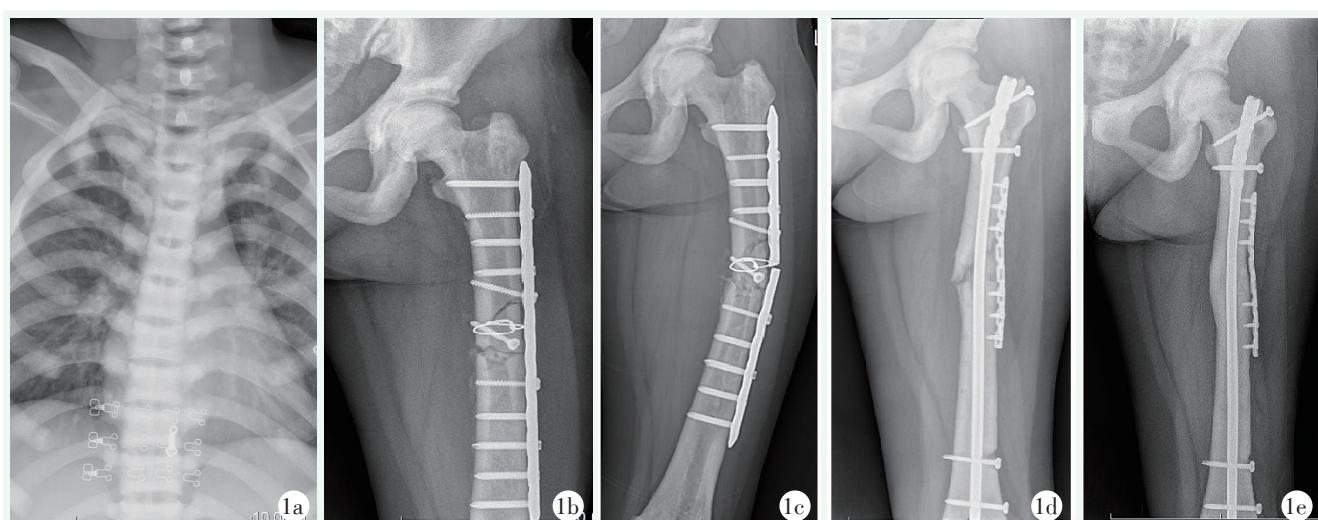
患者女性，27岁。1a: X线片示肋骨密度明显增高，可见骨岛，脊柱椎体可见夹心椎；1b: 摔伤致左股骨干骨折行切开复位钢板内固定术，术后6个月复查X线片；1c: 1年后出现左股骨干骨折术后再骨折、钢板断裂；1d: 翻修术后即刻X线片；1e: 翻修术后12个月X线片示骨折愈合良好。
